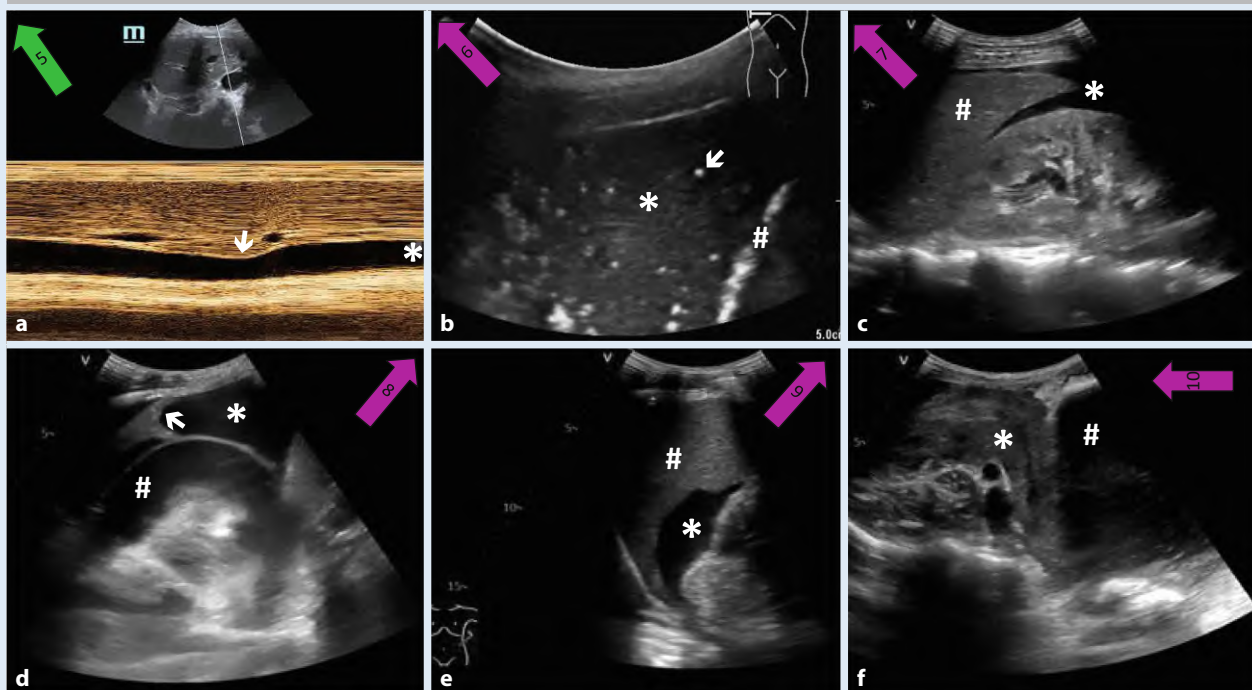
▲ a–f Darstellung der V. cava und 5 von 6 FAST-Anlotungen des Rapid Ultrasound for Shock and Hypotension (RUSH)-Protokolls nach Advanced Critical Illness Life Support (ACiLS), Konvexschallkopf, grüner Pfeil: Ausrichtung des Schallkopfs bei „I(VC) Mix“, violette Pfeile: Ausrichtung des Schallkopfs bei FAST. a Oberbauch Längsschnitt: Normalbefund V. cava im M-Mode (Asterisk). Durch schnelles kurzes Einatmen des Patienten (Sniff-Test) kann eine Atemvariabilität dargestellt werden (weißer Pfeil). b Lateraler Flankenschnitt rechter oberer Quadrant (ROQ): pathologischer Befund im Recessus costodiaphragmaticus mit „Hepatisierung“ der Lunge (Asterisk), Luft in den Alveolen (weißer Pfeil), Zwerchfell (Doppelkreuz), Pat. mit nosokomialer Pneumonie und Dyspnoe. c Lateraler Flankenschnitt rechter unterer Quadrant (RUQ): pathologischer Befund im hepatorenalen Spatium (Morison-Pouch) mit FF (Asterisk), Leber (Doppelkreuz), Pat. mit hämorrhagischem Schock nach Leberparenchymlutung. d Lateraler Flankenschnitt linker oberer Quadrant (LOQ): pathologischer Befund im Recessus costodiaphragmaticus links mit großem Pleuraerguss (Asterisk), Kompressionsatelektase (weißer Pfeil), großem Perikarderguss (Doppelkreuz), Pat. mit Lymphom, Dyspnoe. e Lateraler Flankenschnitt linker unterer Quadrant (LUQ): pathologischer Befund im splenorenalen Spatium (Koller-Pouch; Asterisk), Milz (Doppelkreuz), FF. Pat. mit hämorrhagischem Schock nach Leberparenchymlutung. f Suprapubischer Längsschnitt: pathologischer Befund in der Excavatio rectovesicalis (Proust-Raum; Asterisk), Harnblase (Doppelkreuz), FF, teilweise koaguliertes Blut. Pat. mit Zustand nach stumpfem Bauchtrauma. FAST Focused Assessment with Sonography for Trauma, FF freie Flüssigkeit, Pat. Patient
